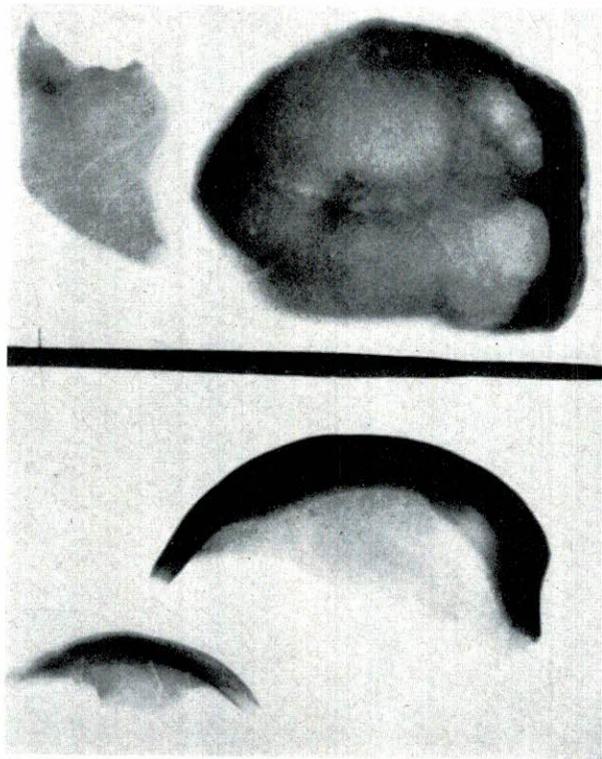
Radiografie di frammenti della calotta cranica provenienti dalle necropoli di Spina: osteoporosi microareolare e notevole ispessimento della diploe.
